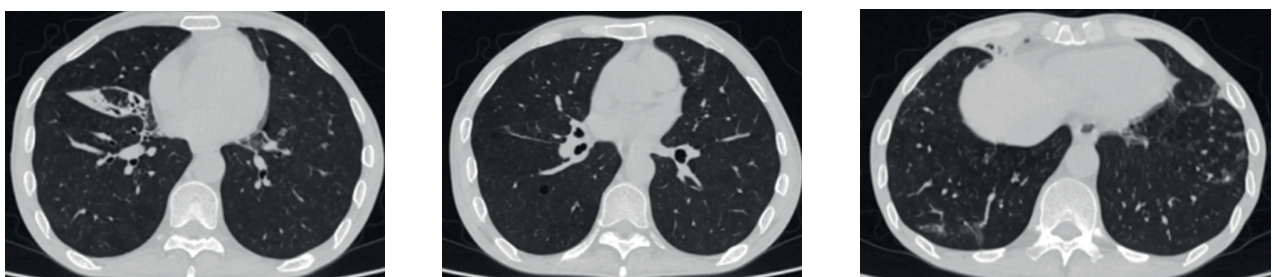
18.10.2023г. На серии томограмм в легочном и в мягкотканом режимах IV-, V-сегменты правого легкого уменьшены в объеме, частично ателектазированы, на фоне уплотненной легочной ткани прослеживаются субсегментарные бронхи
